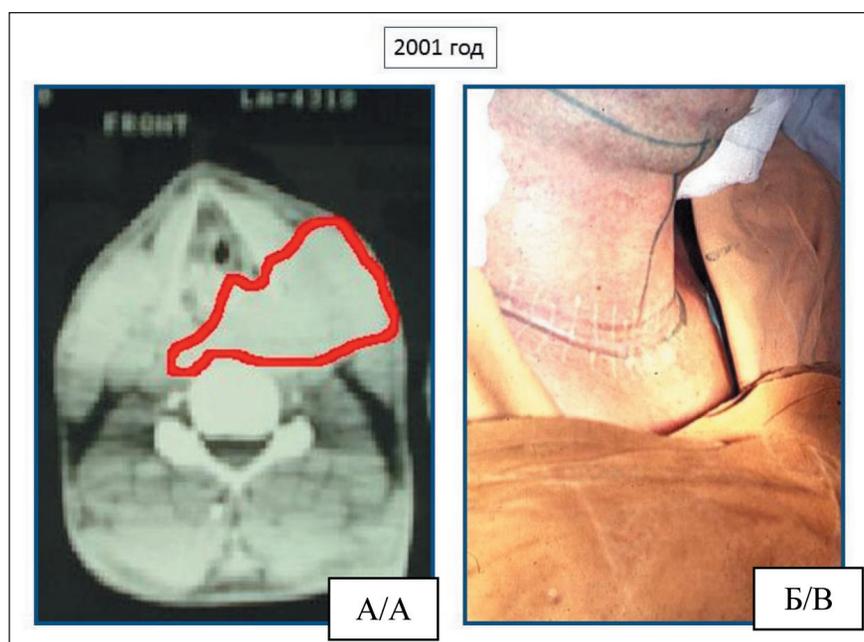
А – скан компьютерной томографии (красным маркером обведены границы опухоли); Б – интраоперационная разметка доступа на шее
